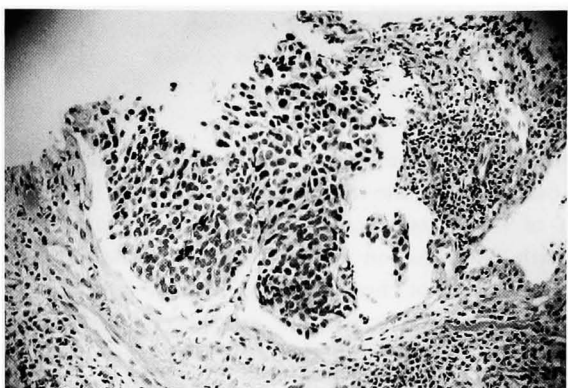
CT-guided biopsy of the para-aortic lymph node revealed transitional cell carcinoma, grade 2, compatible to the metastasis of the ureteral cancer.
